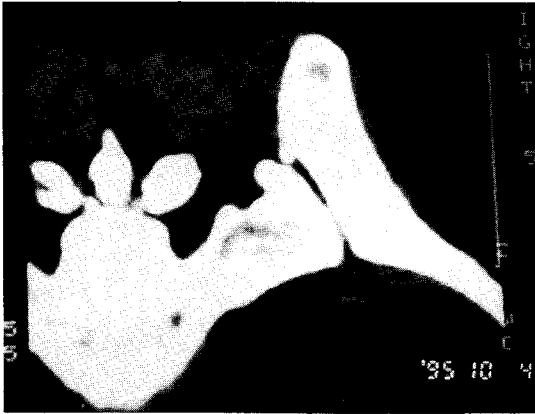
CT scan of coronal section of the sacroiliac joint showing technique of sacroiliac joint injection. Needle rests on the ligamentous portion of the sacroiliac joint.
